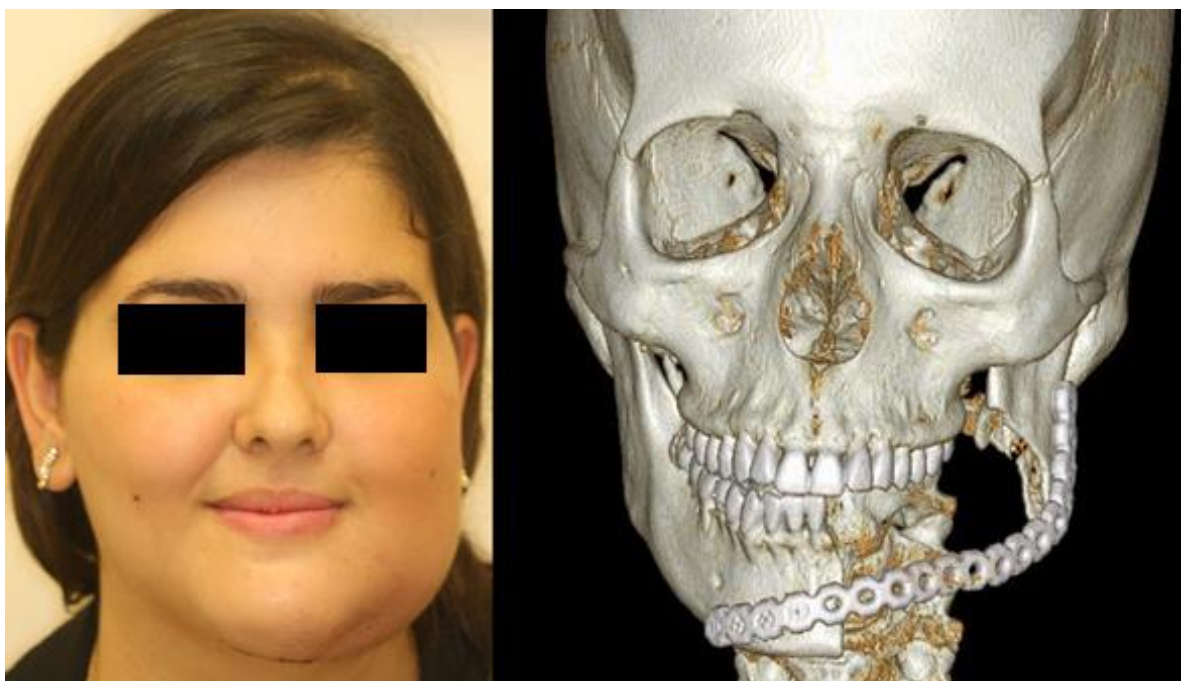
Avaliação pós-operatória de uma semana. Discreta tumefação da face (A). TC para análise da reconstrução mandibular (B).
